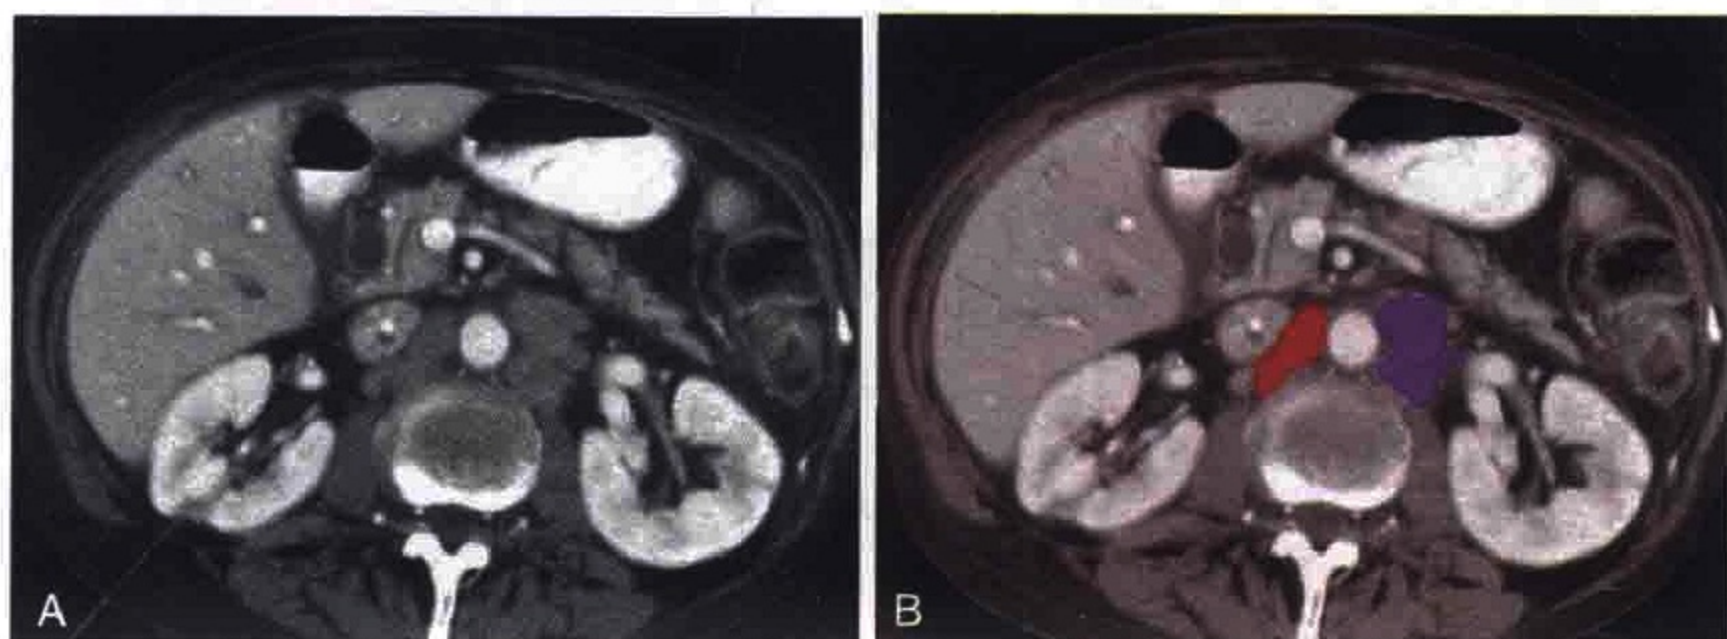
卵巢癌患者的横轴位 CT 图像显示主动脉腔静脉间隙淋巴结转移 (红色) 和腹主动脉左旁淋巴结转移 (紫色)
